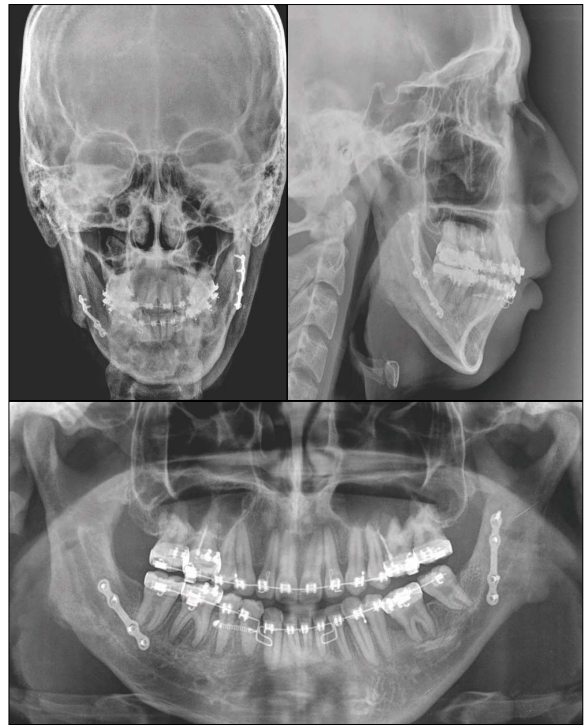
Postoperative photograph and radiograph
